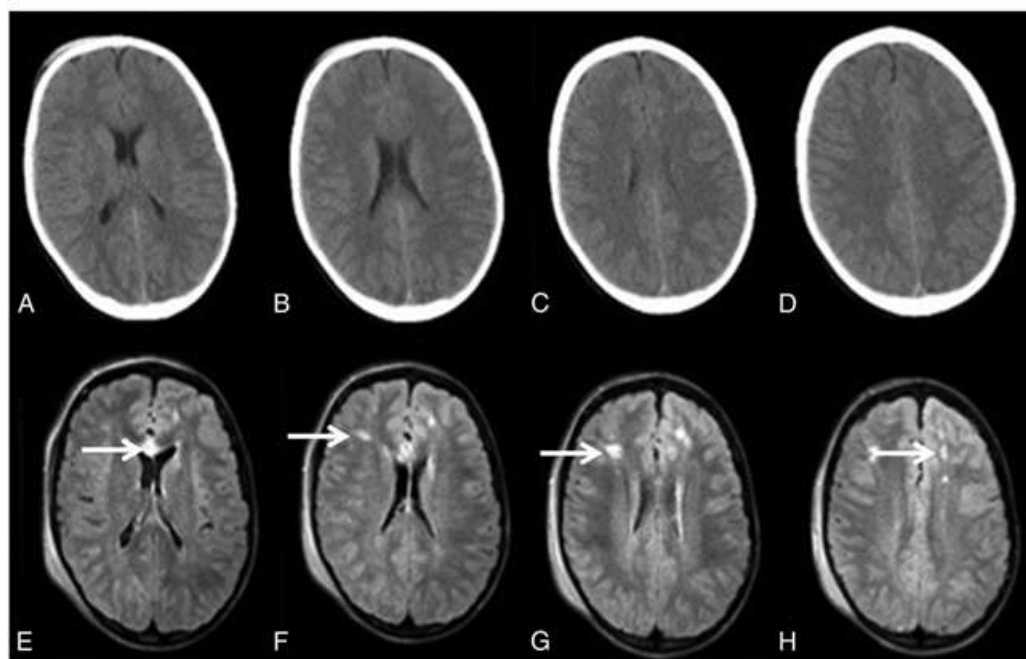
Adolescente de 15 años involucrado en un vuelco de un vehículo todoterreno. Las imágenes axiales de TC craneal sin contraste (A-D) no muestran ninguna anomalía. Hallazgo. Las imágenes FLAIR axiales de un solo disparo (E-H) muestran múltiples focos de señal anormal en la sustancia blanca frontal y la rodilla del cuerpo calloso, compatible con lesión axonal difusa.
